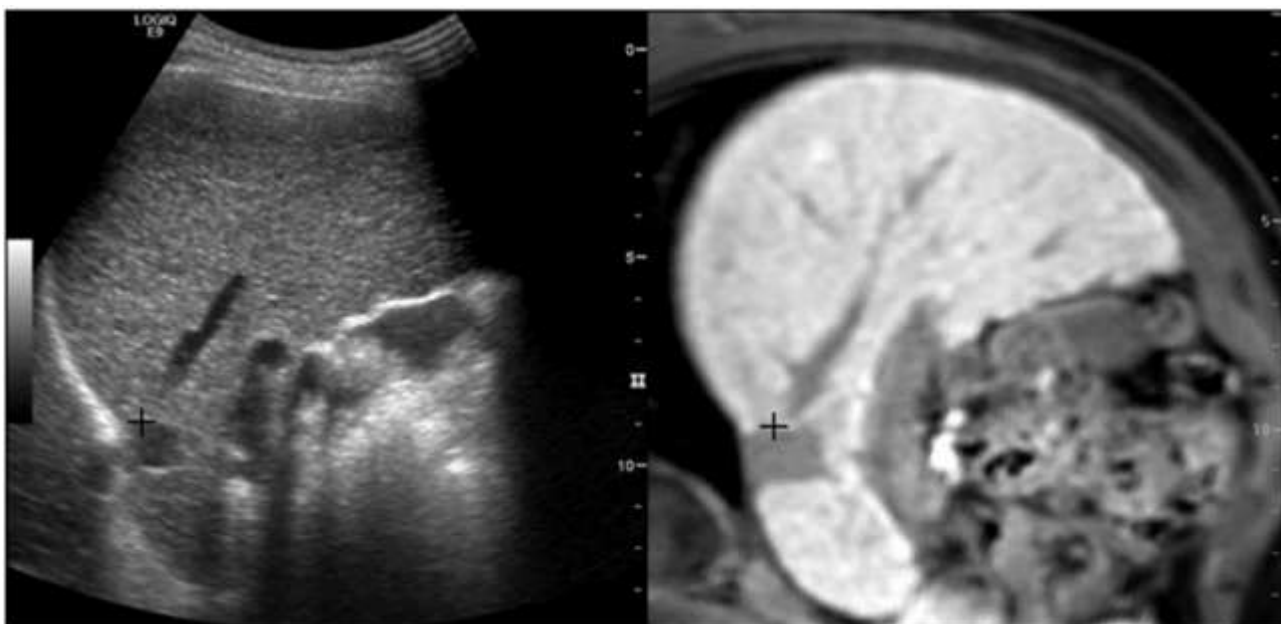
Совмещение УЗИ и МРТ срезов
